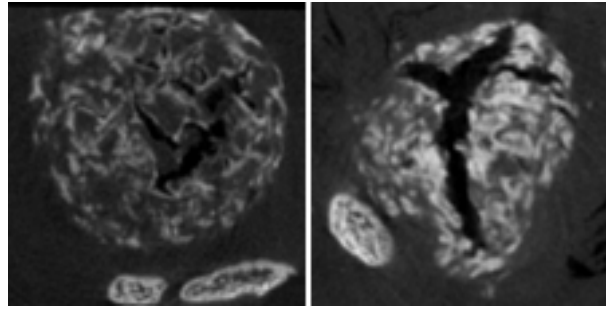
Scaffolds im μ -CT 4 Wochen postoperativ, axiale Schnitte: Man erkennt die noch gut erhaltene und runde Struktur des Scaffolds coated (links) und die entrundete und verdichtete Struktur des Scaffolds coated and loaded (rechts), beide waren mit allogenen mesenchymalen Stammzellen besiedelt
